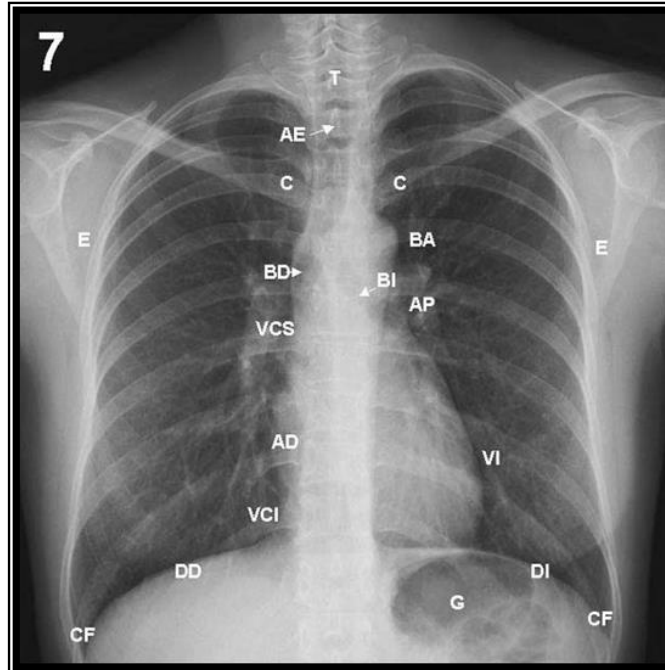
Radiografía de tórax frontal que muestra puntos anatómicos.²⁰
